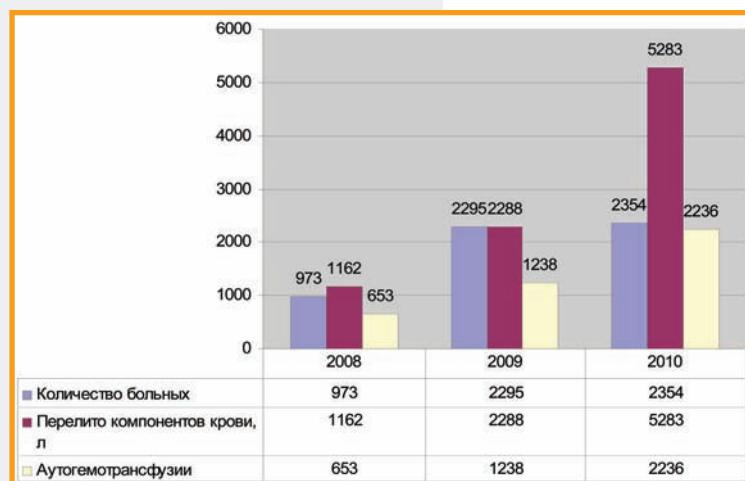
Гемотрансфузионная терапия в Центре
